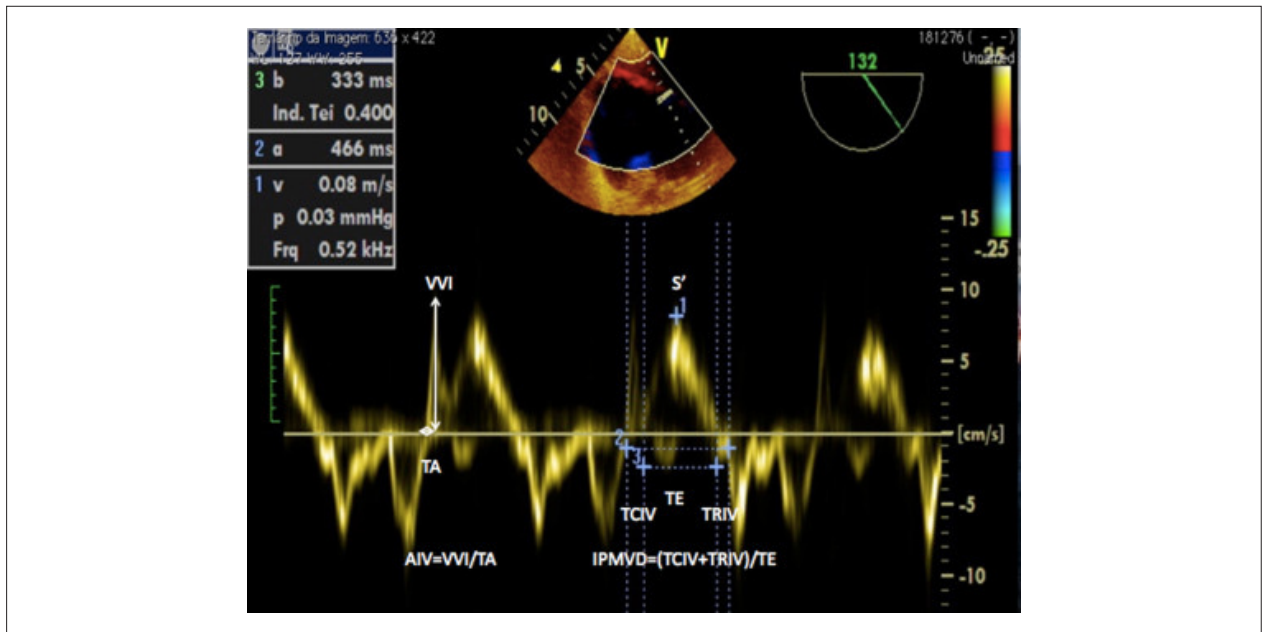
Imagem de Doppler tecidual no anel tricúspideo: S': velocidade de pico longitudinal do ventrículo direito; IPMVD: índice de desempenho miocárdico do ventrículo direito ou índice de Tei; TRIV: tempo de relaxamento isovôlêmico; AIV: aceleração isovôlêmica; TA: tempo de aceleração; TCIV: tempo de contração isovôlêmica; VVI: velocidade de pico isovôlêmico. Aceleração isovôlêmica é um índice de desempenho sistólico relativamente independente de pré e pós-carga. Necessita de mais informações sobre o seu uso em cirurgia cardíaca.
